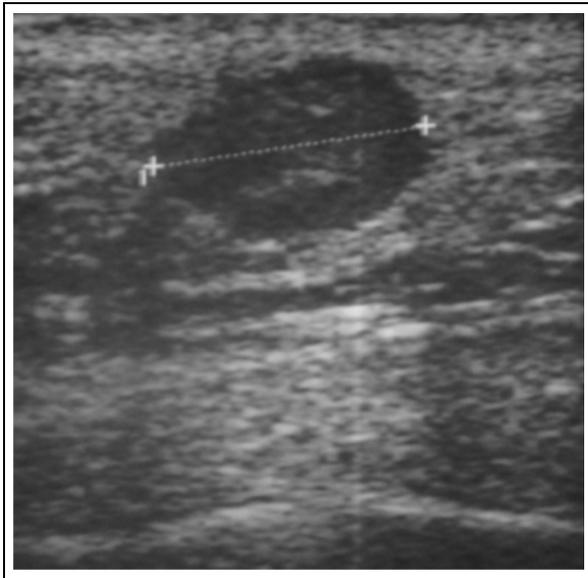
Ecografía: imagen hipoeoica, circunscripta.
